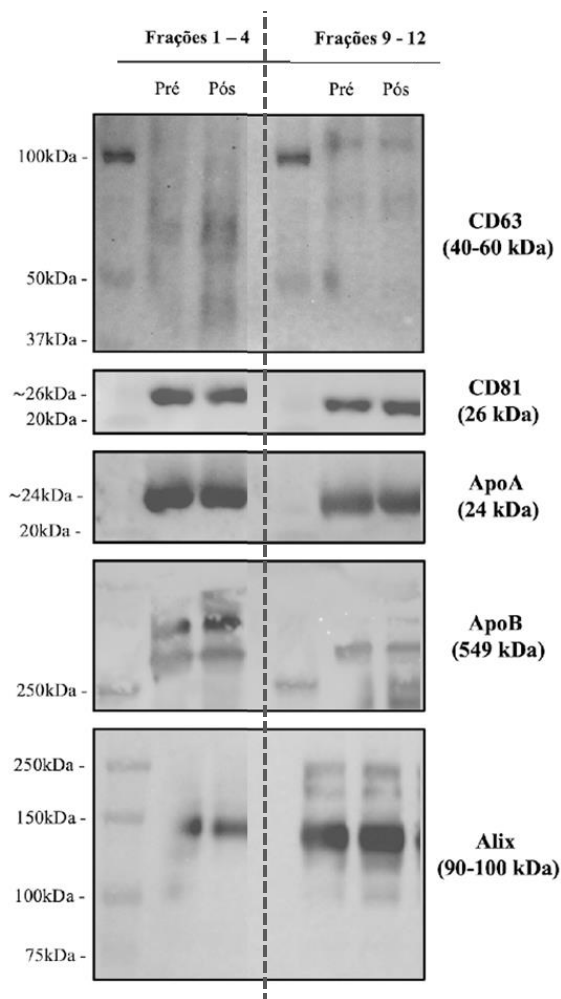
Caracterização de VEs em frações obtidas de pacientes com câncer de mama antes e após uma sessão de TC (pré e pós). Os *pools* das frações 1-4 e 9-12, purificados por SEC, foram analisados por *Western Blotting* para os marcadores CD63 (40-60 kDa), CD81 (26 kDa), ApoA (24 kDa), ApoB (549 kDa) e ALIX (90-100 kDa).
